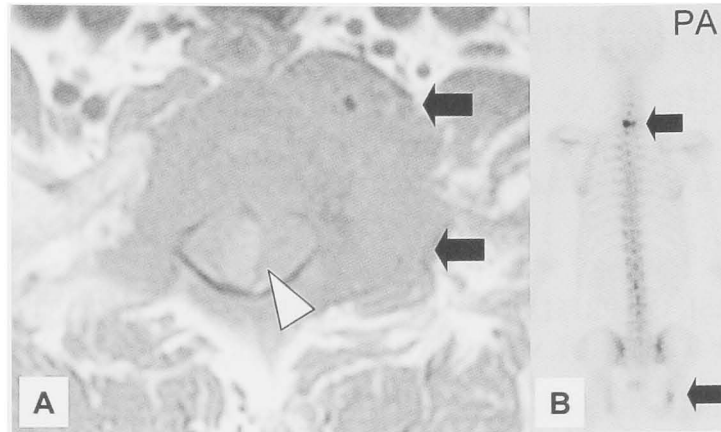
(A) A T1-weighted MRI scan showing a mass in the first thoracic vertebra (arrows) invading the spinal canal and compression of the spinal cord (arrow head). (B) A bone scintigraph demonstrating increased tracer uptake in the first thoracic vertebra and right ischium (posterior view).
